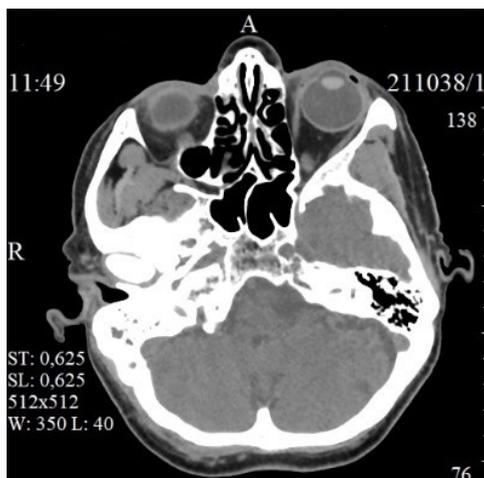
Компьютерная томография пациентки Г. (8-е сутки стационарного лечения). Пирамиды височных костей обычно расположены, симметричные. Внутренние слуховые проходы не расширены, контуры стенок четкие и ровные. Отмечается снижение пневматизации сосцевидного отростка, среднего уха справа
